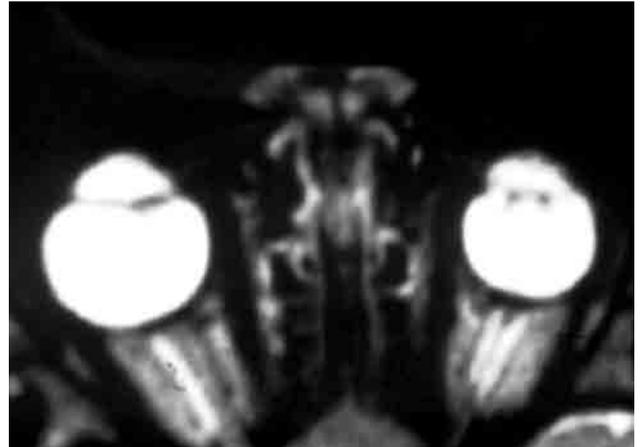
A. Vítreo primario hiperplásico persistente en resonancia magnética en T1, en donde se aprecia microftalmos izquierdo.
